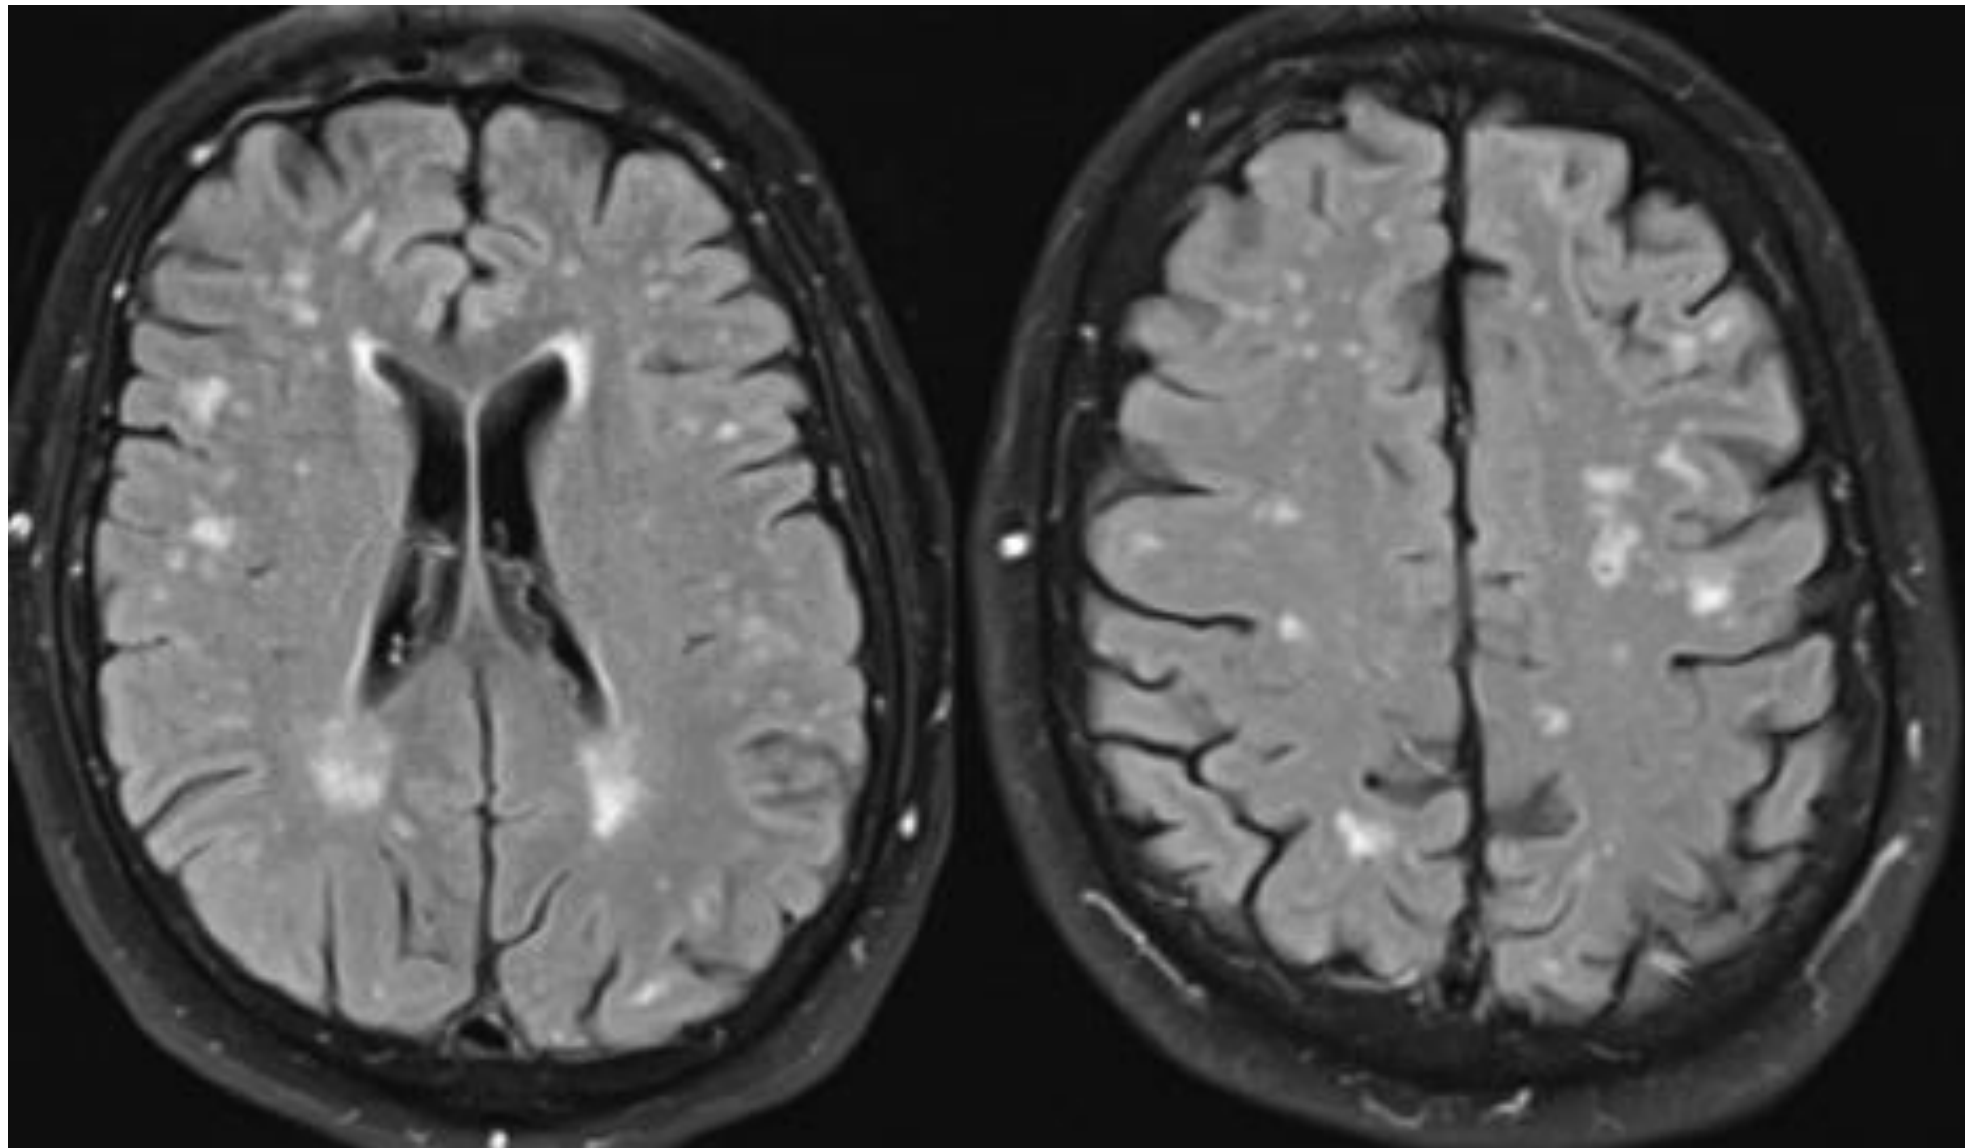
Silent cerebral ischemia. Shown are cerebral magnetic resonance imaging transverse axial views of the brain in a 59-year-old man with paroxysmal atrial fibrillation, a Congestive Heart Failure, Hypertension, Age (≥ 75 years), Diabetes, Stroke/Transient Ischemic Attack, Vascular Disease, Age (65-74 years), Sex (Female) (CHA₂DS₂-VASc) score of 0, and mild cognitive impairment. The white spots in the cerebral cortex represent multiple areas of silent cerebral ischemia. *Canadian Journal of Cardiology 33 (2017) 1556e1564*
